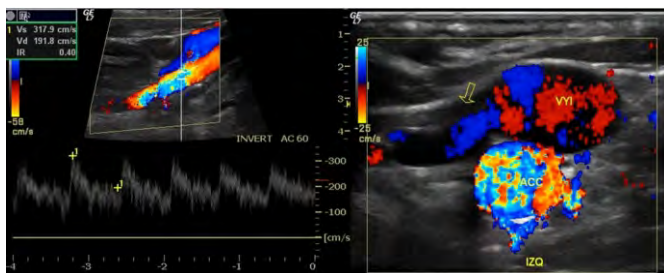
Ultrasonido que demuestra malformación arteriovenosa con drenaje por la vena yugular interna e irrigación por la arteria carótida externa, presentando aumento de sus velocidades (317 cm/s).
